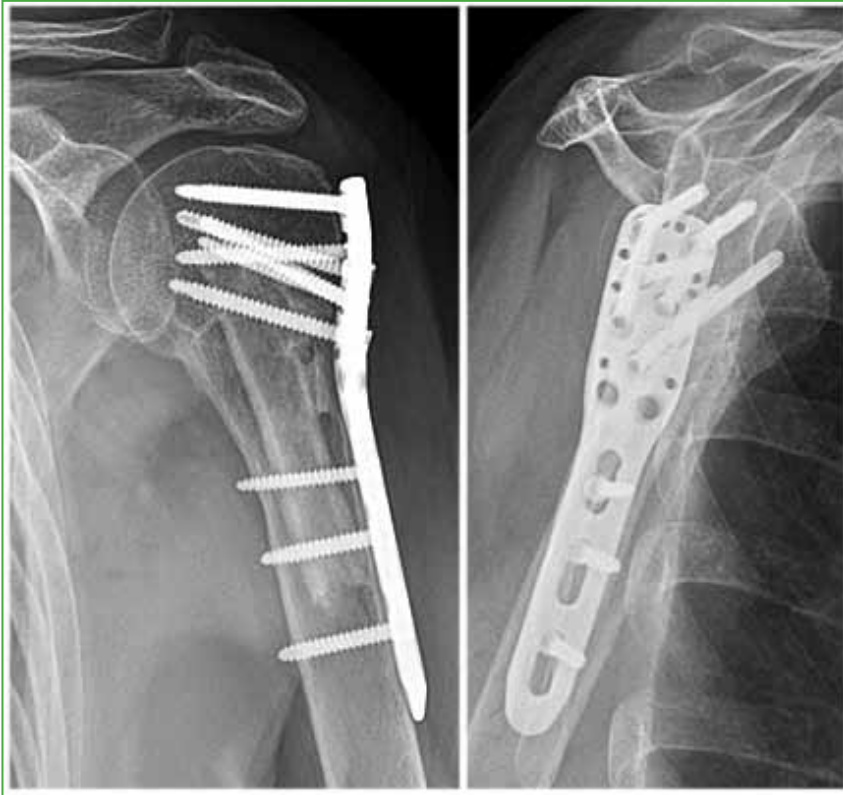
Radiografías de hombro izquierdo, de frente y axial de escápula, posoperatorias de la paciente de la Figura 1. Se observa la consolidación de la fractura y la presencia de injerto estructural endomedular.
